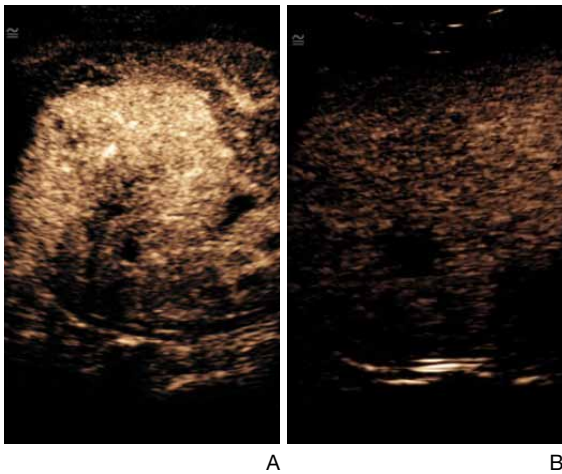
Contrast-enhanced sonography of hepatocellular carcinoma. (A) Arterial phase image obtained 16 seconds after the injection of contrast material shows increased enhancement of the tumor. (B) Delayed phase image obtained at 2 minutes 21 seconds after the injection of the contrast material showed decreased enhancement (washout) of the tumor than surrounding the parenchyma.
